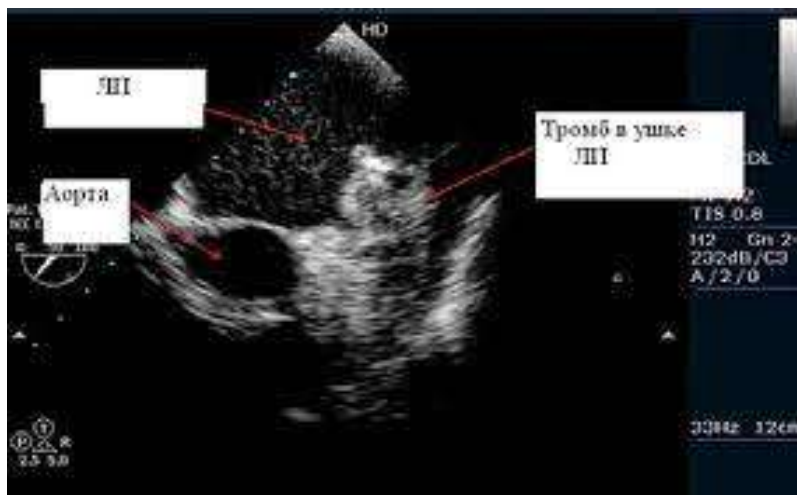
Тромбы в ушке левого предсердия на чрезпищеводной эхокардиографии.
